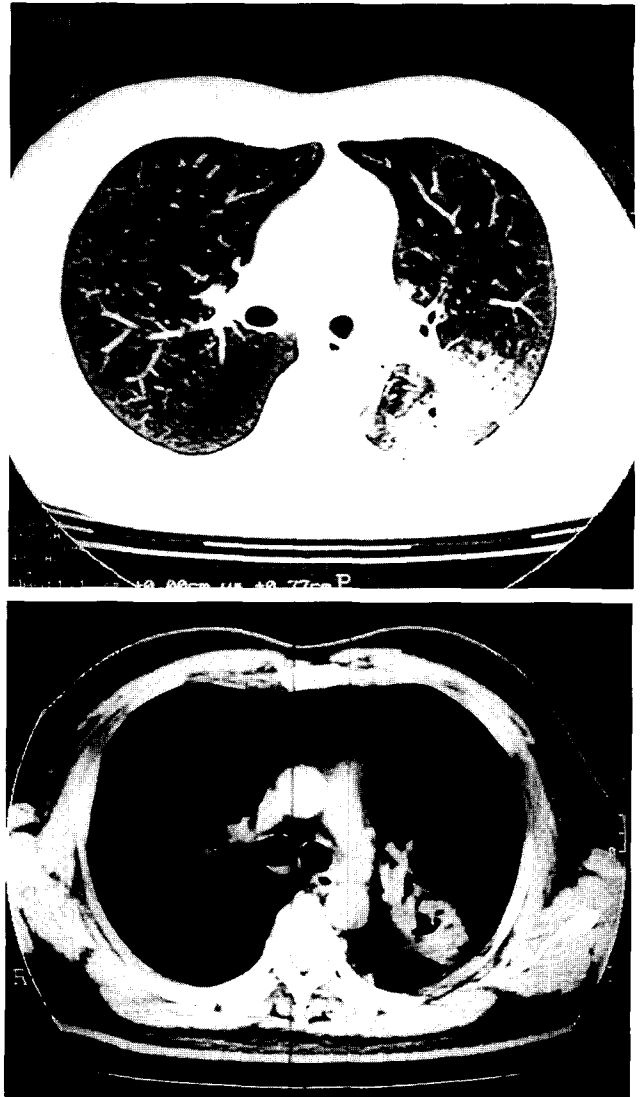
Computed tomographic finding of the chest showing air bronchogram and multifocal cavity.
